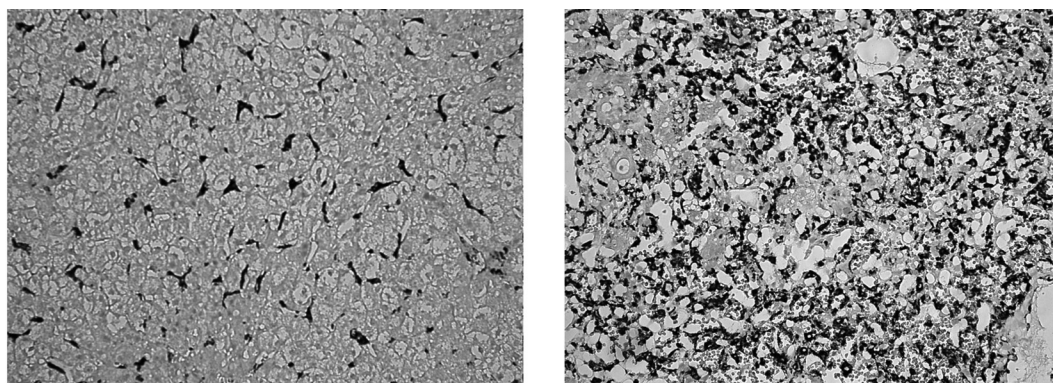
Экспрессия CD68 в постреперфузионном биоптате печени донора – носителя генотипа ТТ в последовательности rs913930 (слева) и пациента – носителя генотипа С/Т в последовательности rs913930 (справа)
